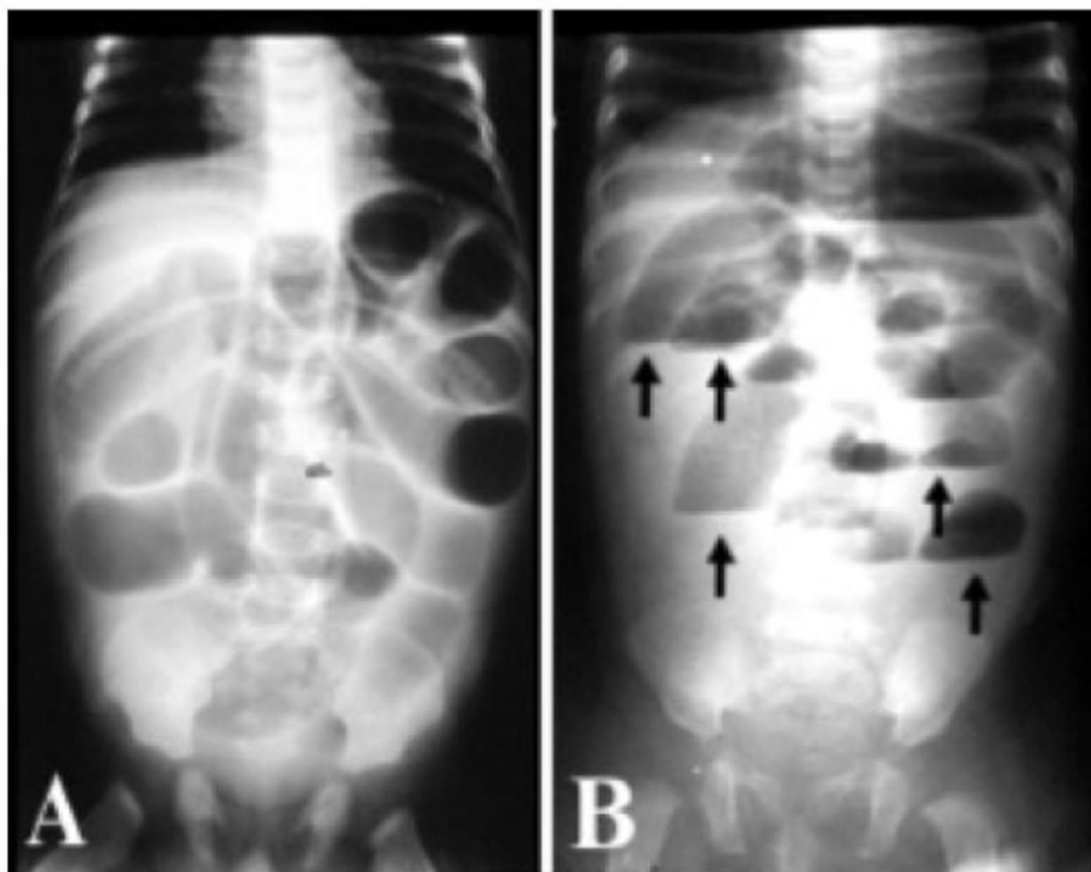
Obstrução intestinal. RXX de abdome em dececúbito dorsal e em ortostatismo. a) Radiografia em dececúbito evidenciando distensão difusa de alças intestinais, e b) radiografia em ortostatismo: presença de níveis hidroaéreos, na mesma alça e níveis diferentes, difusos pelo abdome (setas).
